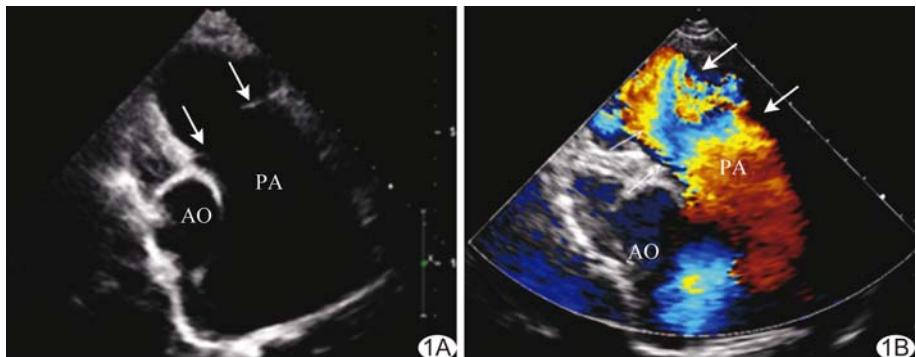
肺动脉瓣发育不良超声表现 A. 声像图示肺动脉明显增宽, 肺动脉瓣发育短小; B. CDFI示肺动脉大量反流(PA:肺动脉; AO:主动脉)
